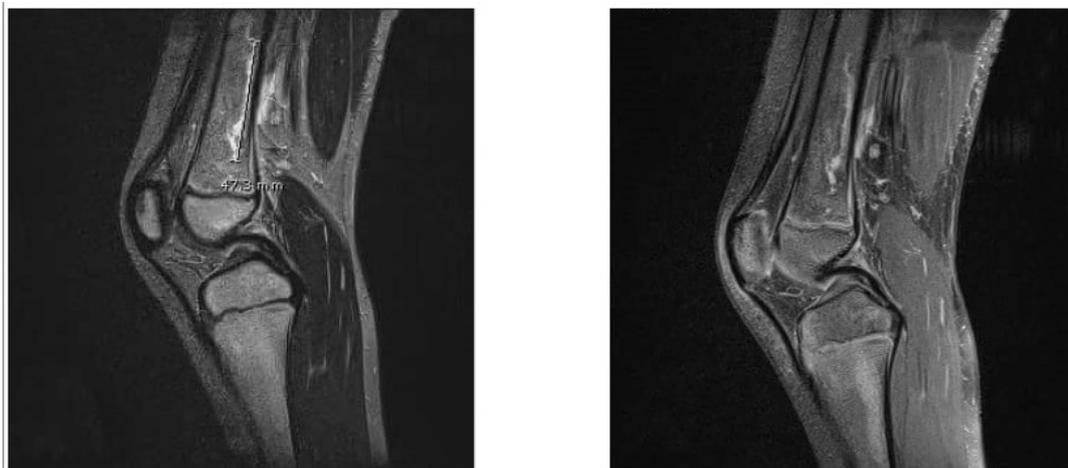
IRM du genou droit démontrant, au niveau diaphyso-métaphysaire du fémur, une plage lésionnelle intra-médullaire étendue sur 5 cm, hyperintense en T2 et hypointense en T1, non rehaussée après produit de contraste. Petite réaction périostée postérieure et discrète infiltration oedémateuse (hyper T2) des tissus adjacents.
